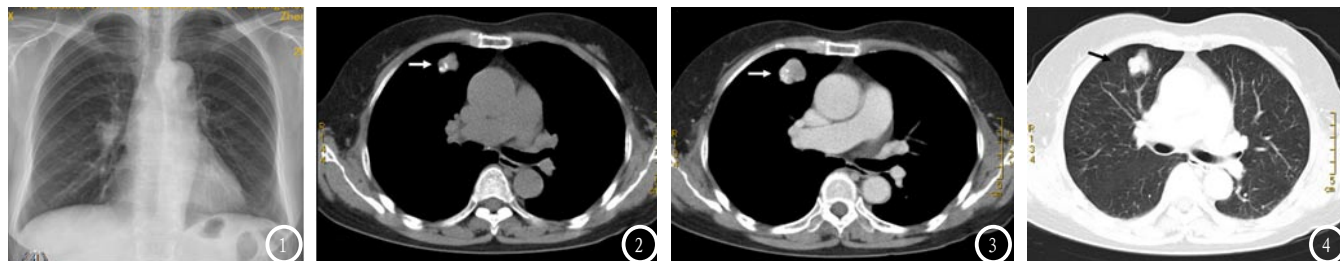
胸部X线显示右上肺门区结节影。图2-4 胸部CT平扫见右上肺前段结节状软组织密度影, 内见斑片状高密度钙化, CT值约52~54Hu, 病灶边界清晰, 局部分叶状; 增强扫描肿块明显强化, CT值约79~98Hu。
